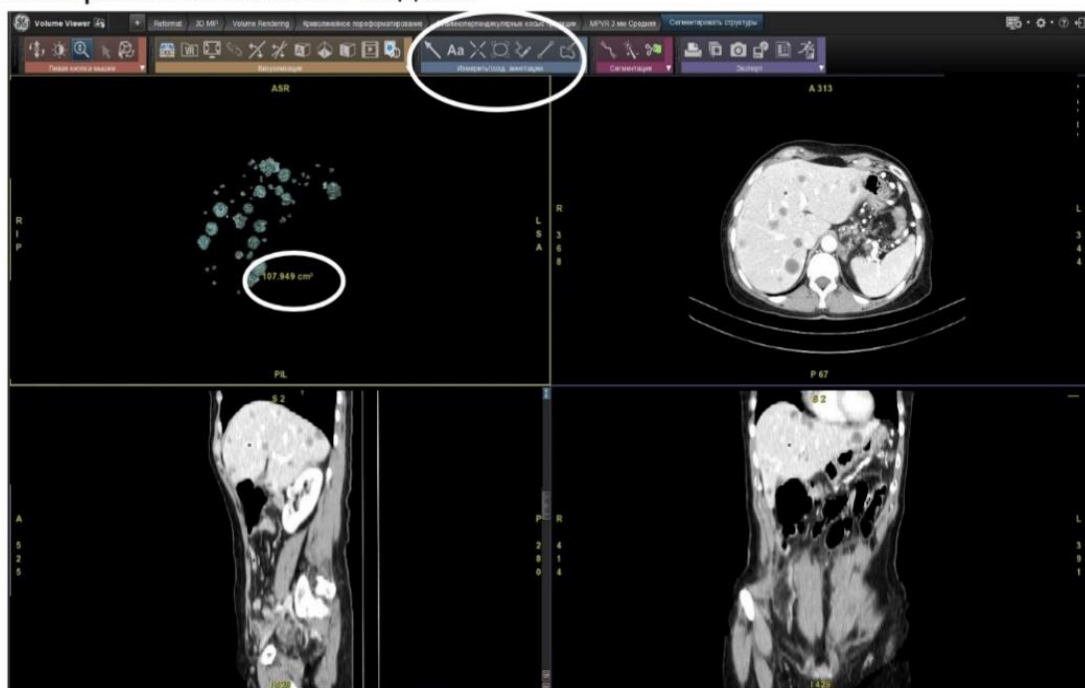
Волюметрический анализ очагов печени с использованием инструментов рабочей станции томографа
